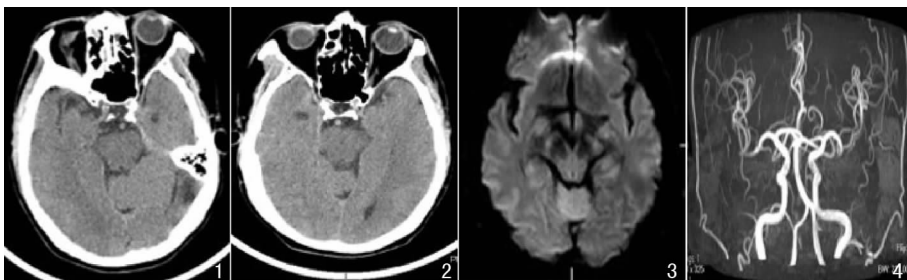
头颅 CT 平扫未见异常 (2018 年 10 月 18 日溶栓术前) 图 2 头颅 CT 平扫未见异常 (2018 年 10 月 19 日溶栓术后 24 h) 图 3 头颅 DWI 未见异常 (2018 年 10 月 22 日) 图 4 MRA 未见异常 (2018 年 10 月 22 日)
